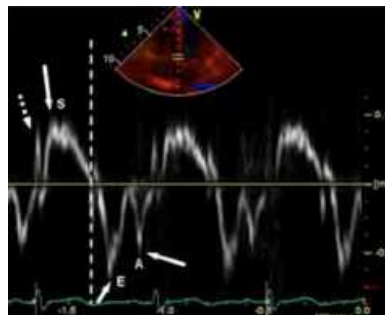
Patrón espectral normal del Doppler tisular pulsado
